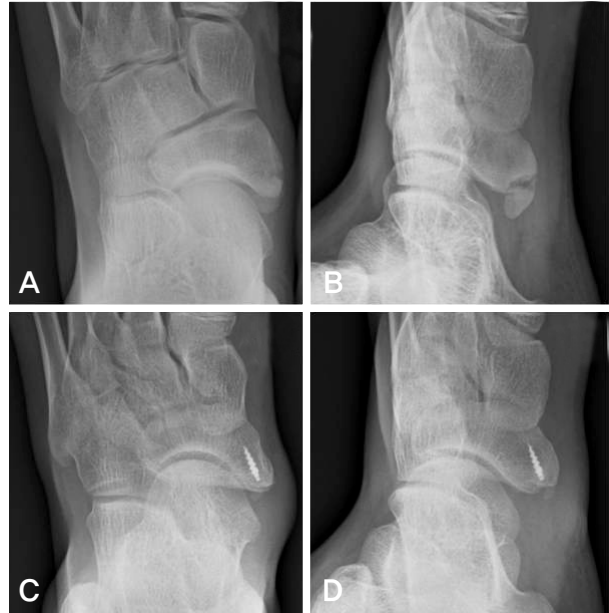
A 13-year-old boy with excision. (A) Weightbearing foot anteroposterior radiograph before the operation. (B) External oblique radiograph before the operation. (C, D) Suture anchor inserted sufficiently in primary navicular at 5 years after the operation.
